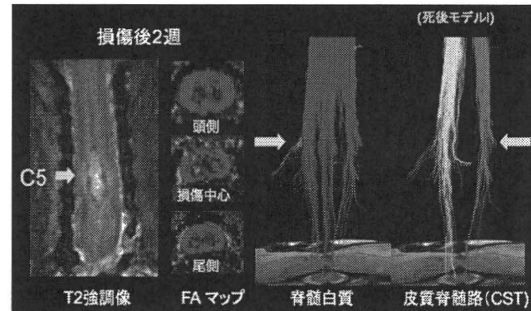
損傷後2週MRI像(左:T2強調画像、中央:FAマップ、右:DTT)
